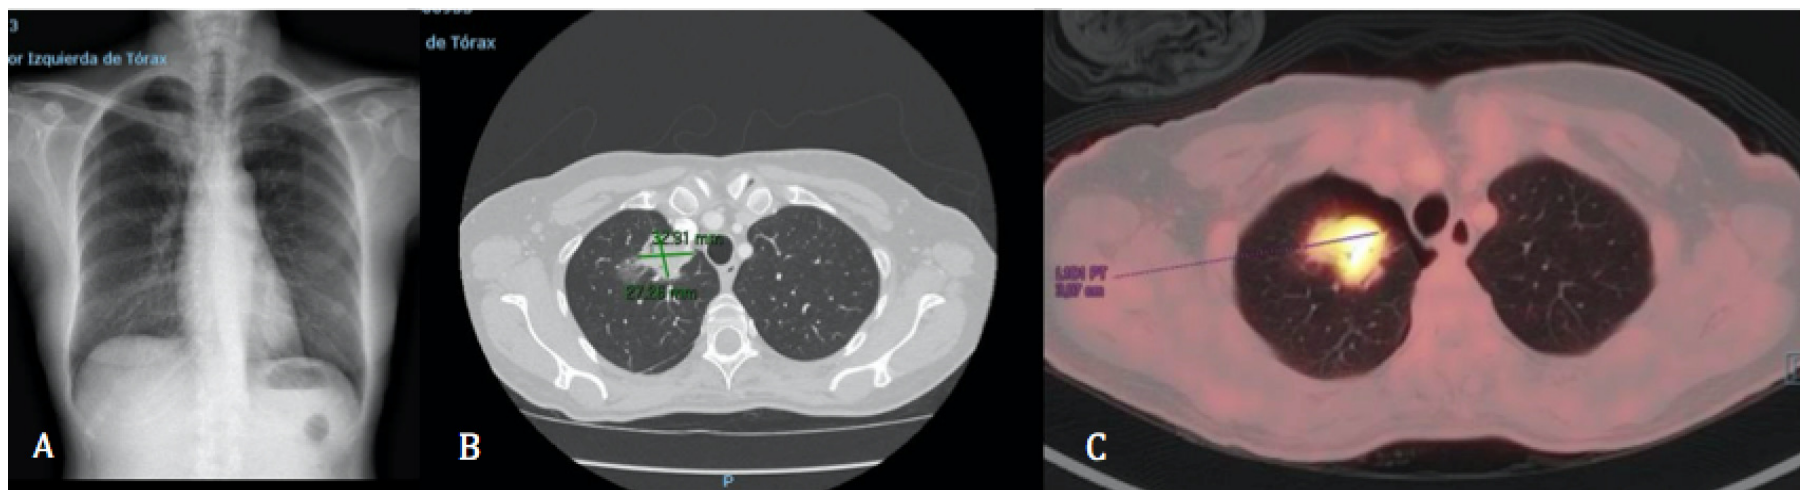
A) Rx de tórax PA con imagen de consolidación-masa localizada en nivel de lóbulo superior derecho, de aproximadamente 4 cm. B) TAC torácico con masa en lóbulo superior derecho de 3,3 x 2,7 x 4,5 cm. C) Corte pulmonar de PET-TC, con imagen de hipercaptación metabólica en LSD.
